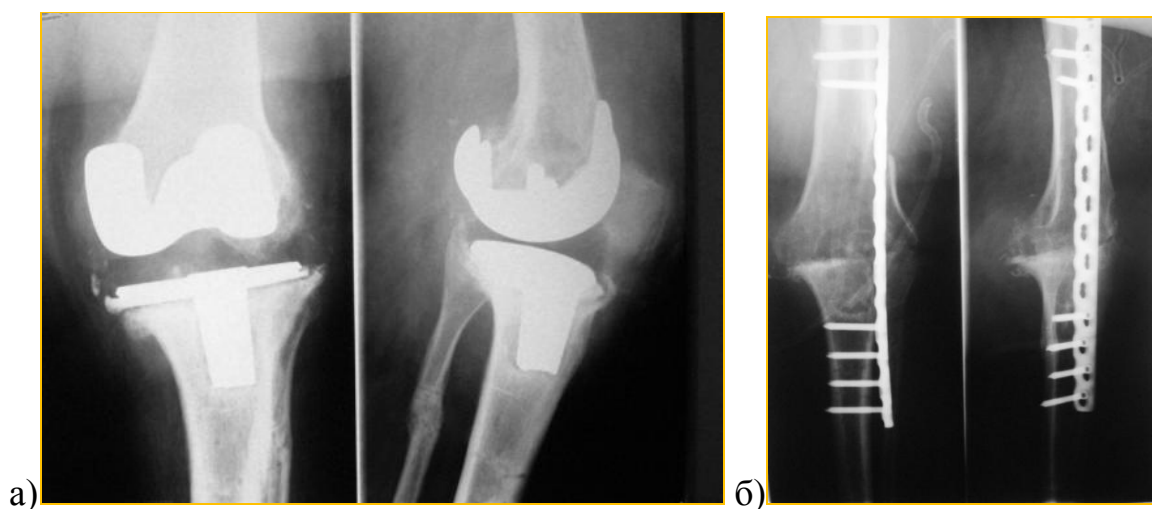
Рентгенограмма левого коленного сустава пациентки Щ-ой, 63 года, и/б 3427. Глубокое перипротезное инфицирование и расшатывание компонентов эндопротеза левого коленного сустава. Ожирение 3-4 ст.: а) – при поступлении в клинику; б) – после удаления эндопротеза и артродеза с использованием пластины с угловой стабильностью.
